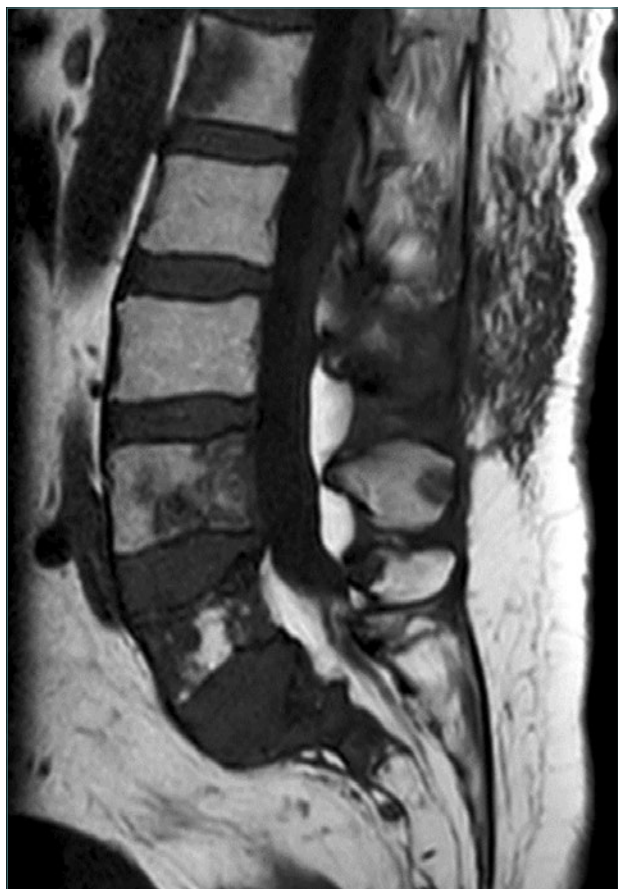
Resonancia magnética. Afectación columna lumbosacra.
